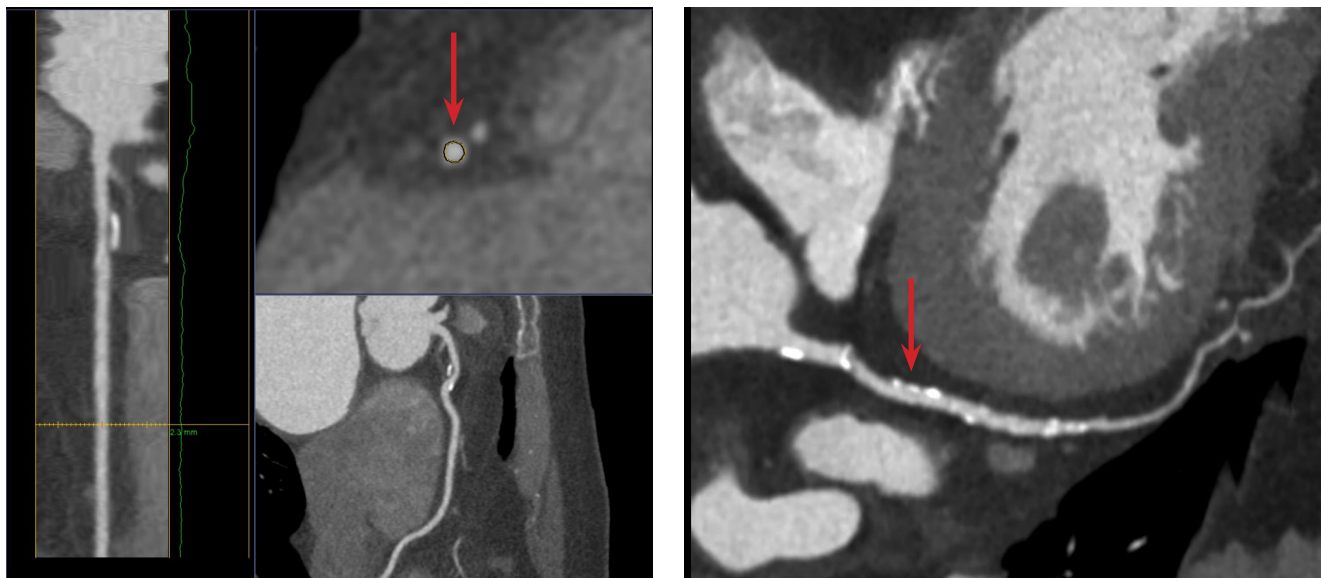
МСКТ. А) Стрелкой указано положительное ремоделирование. Б) Стрелкой указаны точечные кальцинаты.
